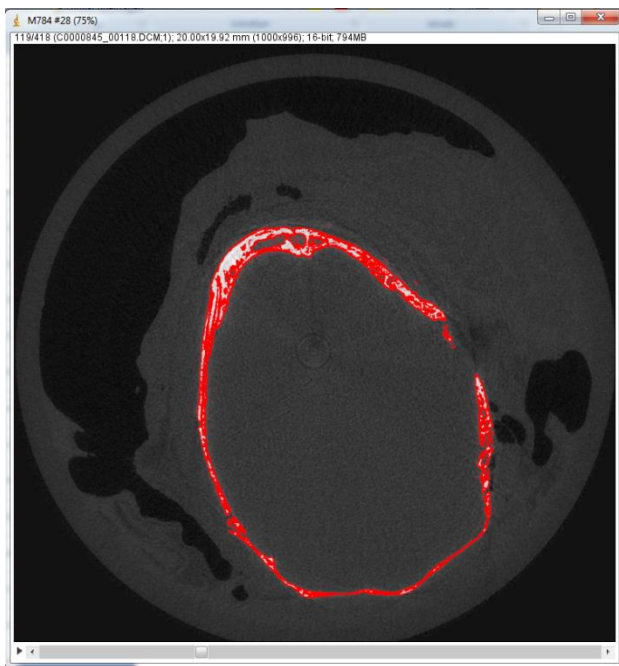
Rot markierte Darstellung eines Threshold Bereichs in einem Slice im μ CT aus ImageJ.
